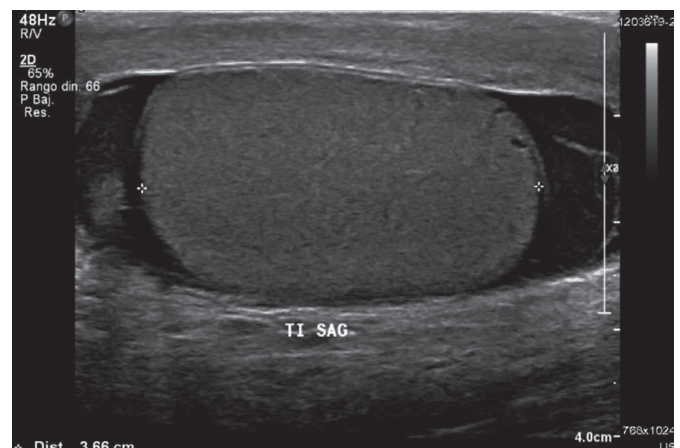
Ultrasonido testicular con volumen normal del testículo izquierdo en corte sagital.
